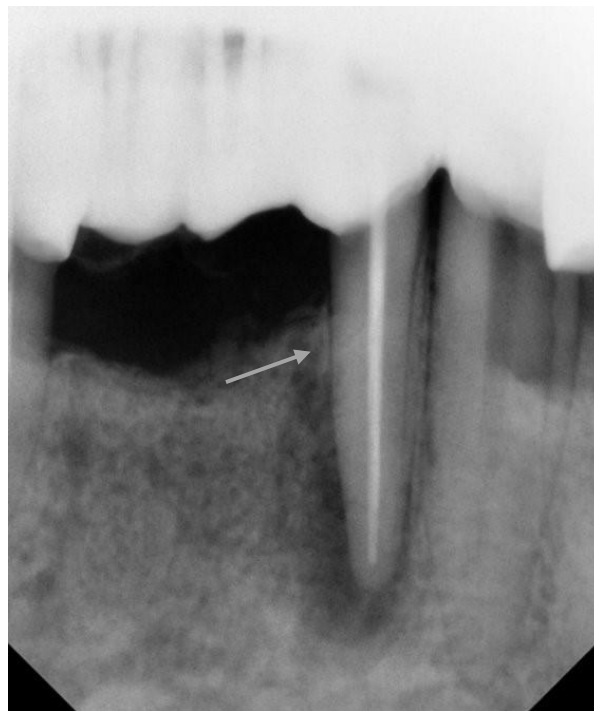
Radiografía digital de la conometría pieza 3.2.
